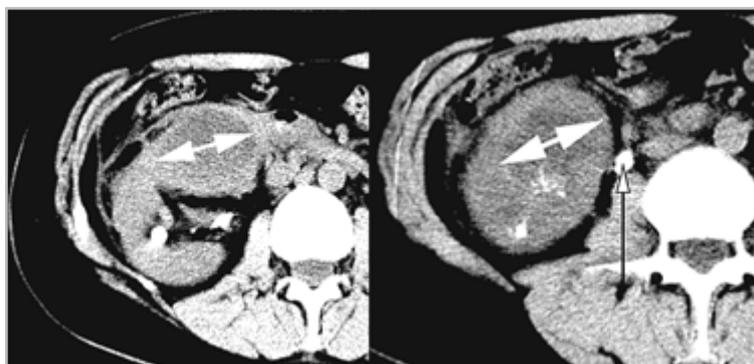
Фрагменты нативных компьютерных томограмм правой почки в аксиальной проекции, выполненных до дренирования абсцессов: в правой почке визуализируются 2 абсцесса (*размерные стрелки*) диаметром до 40 мм каждый и камни в чашечках; в верхней трети правого мочеточника камень максимальным размером до 12 мм (*вертикальная стрелка*) Околопочечная клетчатка уплотнена
